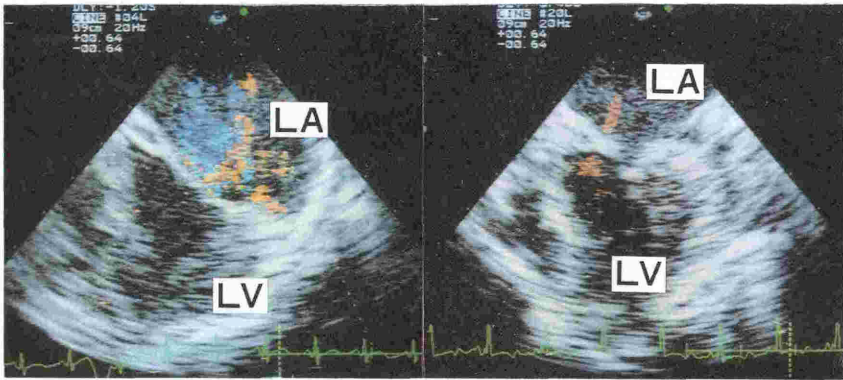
Preoperative and postoperative mitral regurgitation demonstrated by transesophageal cross-sectional imaging and color flow mapping. Compared with the left panel (preoperative state), the right panel (post-anuloplasty) shows much smaller regurgitation. LA=left atrium; LV=left ventricle.
